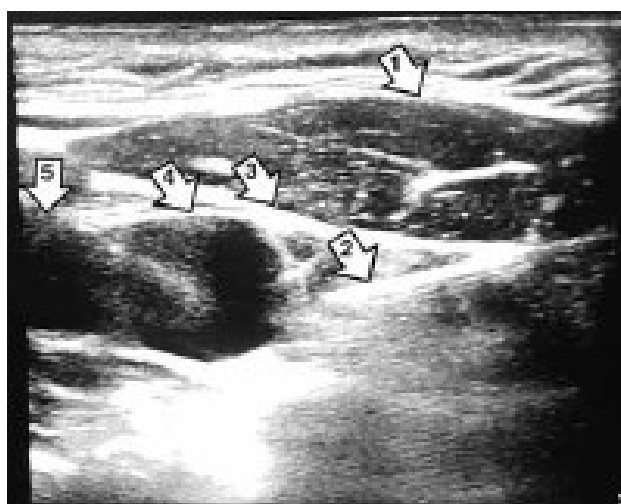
/ Fig. 2. Ультразвуковая визуализация иглы, подведённой к сосудисто-нервному пучку (1 – грудно-ключично-сосцевидная мышца; 2 – конечное положение иглы перед введением местного анестетика; 3 – собственная фасция шеи; 4 – внутренняя яремная вена; 5 – общая сонная артерия) / Ultrasound imaging of a needle connected to a neurovascular bundle (1 – sternocleidomastoid muscle; 2 – the final position of the needle before the introduction of a local anesthetic; 3 – own fascia of the neck; 4 – internal jugular vein; 5 – common carotid artery).
